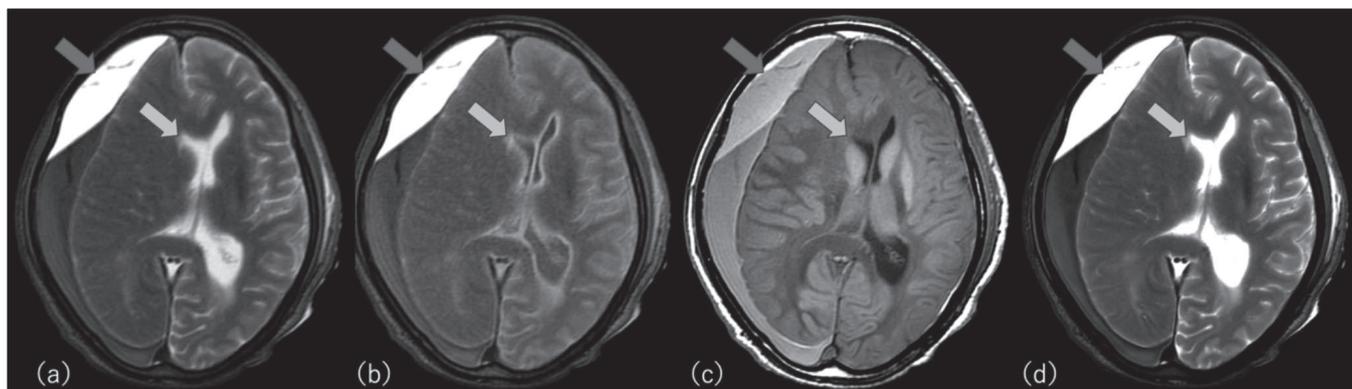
硬膜下血腫の事例 (a) FLAIR (TI: 2,400ms)、(b) FLAIR (TI: 1,700ms)、(c) T₁WI、(d) T₂WI
